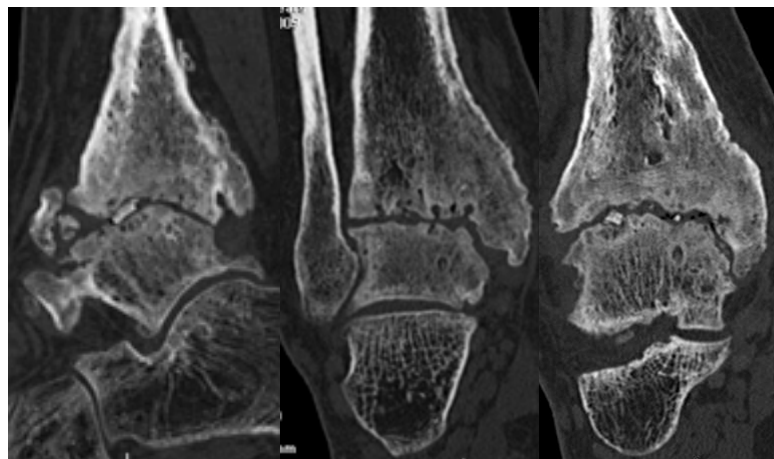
TAC tobillo derecho con artrodesis tibio-talar y escasa formación de puente óseo y remodelación ósea tibial. Articulación subastragalina con discreto pinzamiento lateral
